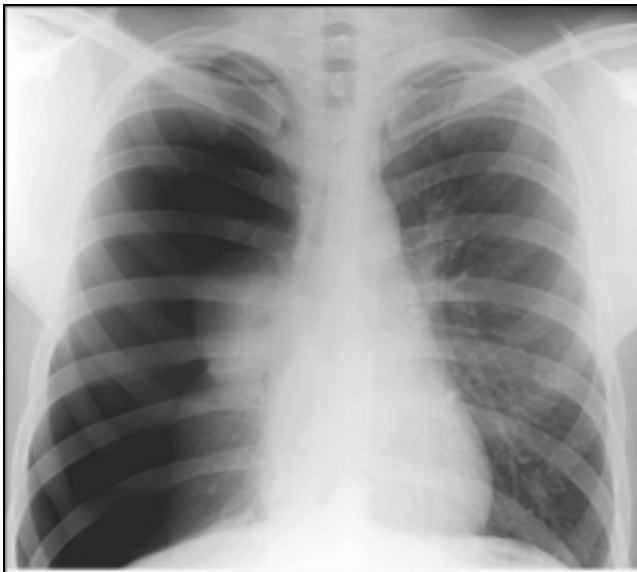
Röntgenbild des Thorax in Inspiration mit charakteristischem Befund eines rechtsseitigen Pneumothorax [109]. Während links das verästelte Lungenparenchym die gesamte Thoraxkavität bis in die Peripherie ausfüllt, ist rechts lediglich der atelektatische Lungenflügel als zentrale Verschattung an das Mediastinum angrenzend erkennbar. Der abgebildete Fall zeigt somit einen totalen rechtsseitigen Lungenkollaps.
